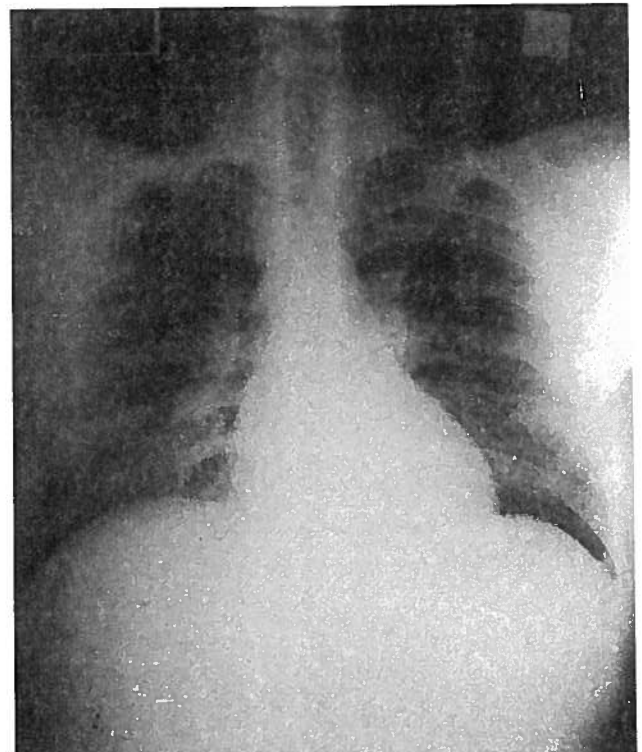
Radiografia de tórax com silhueta cardíaca normal (1987/04/14).
